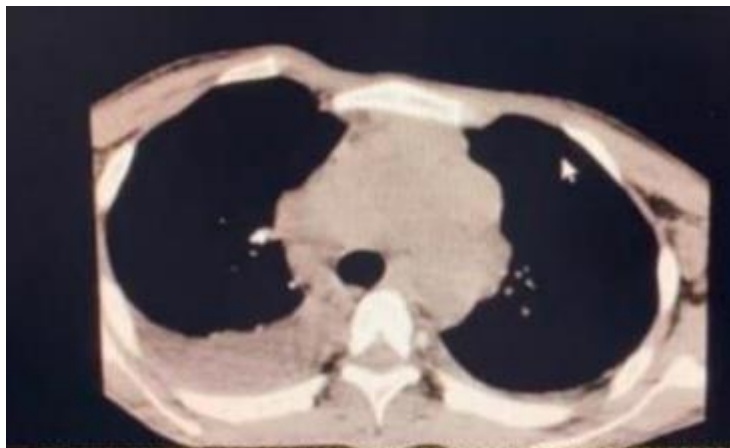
Tomografía Axial Computarizada torácica.
